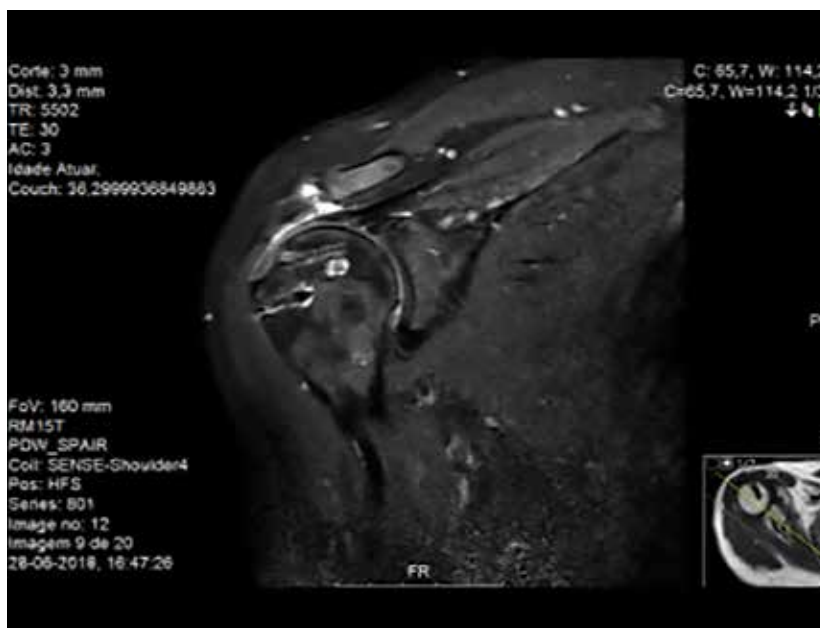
RM COM ALTERAÇÕES DE SINAL DO TENDÃO SUTURADO
